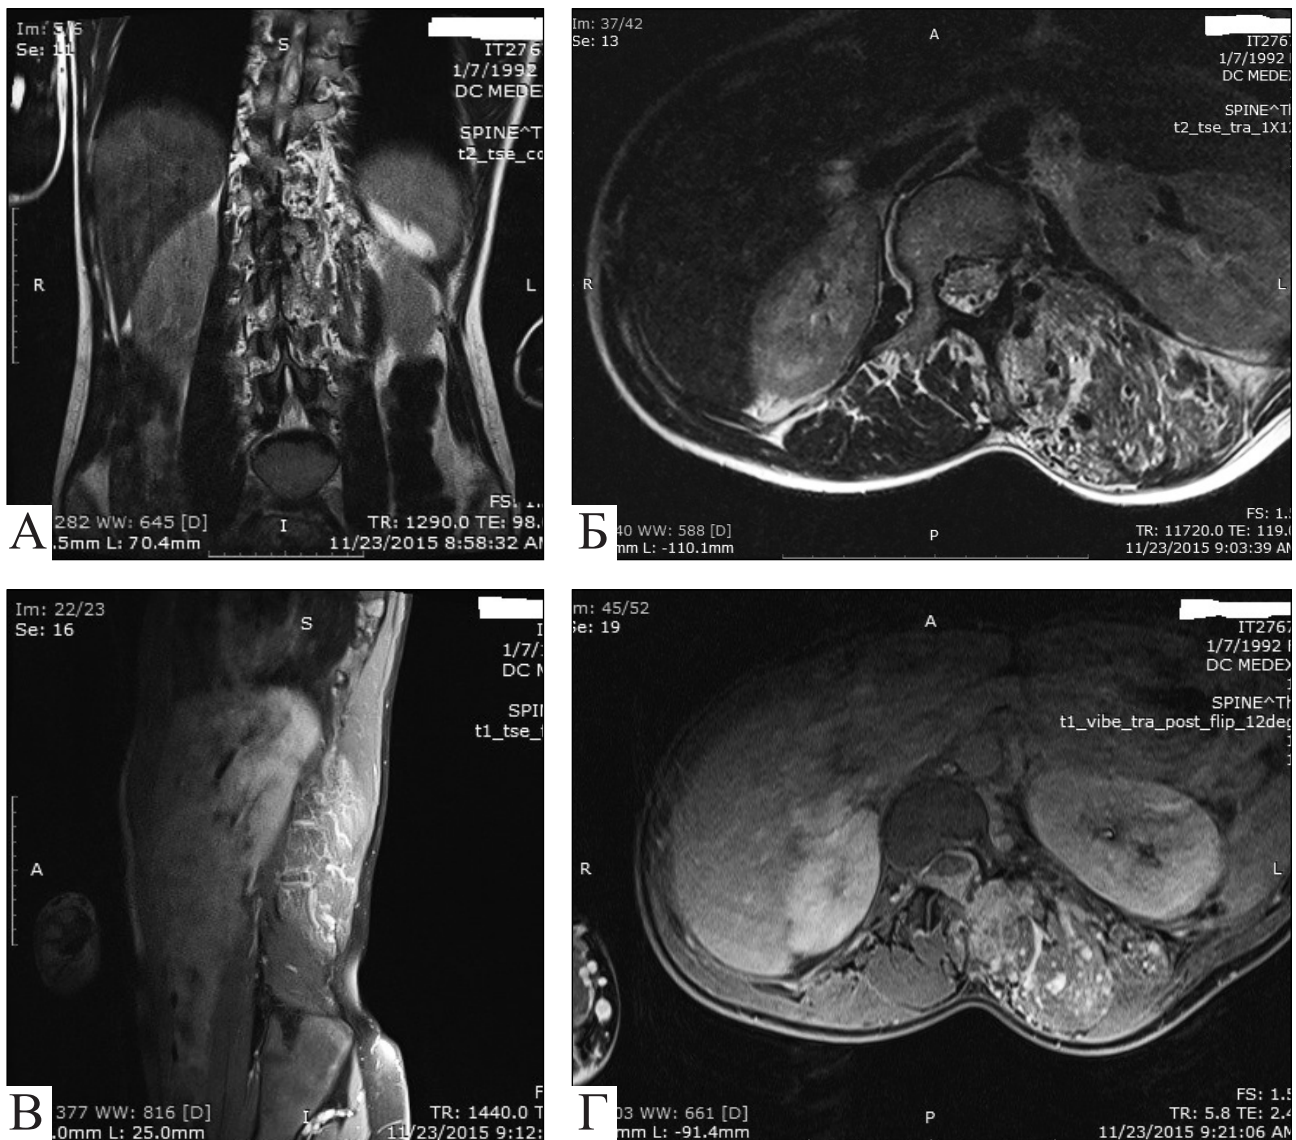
Пацієнтка К., 24 роки. МРТ до оперативного втручання (А–Г)
